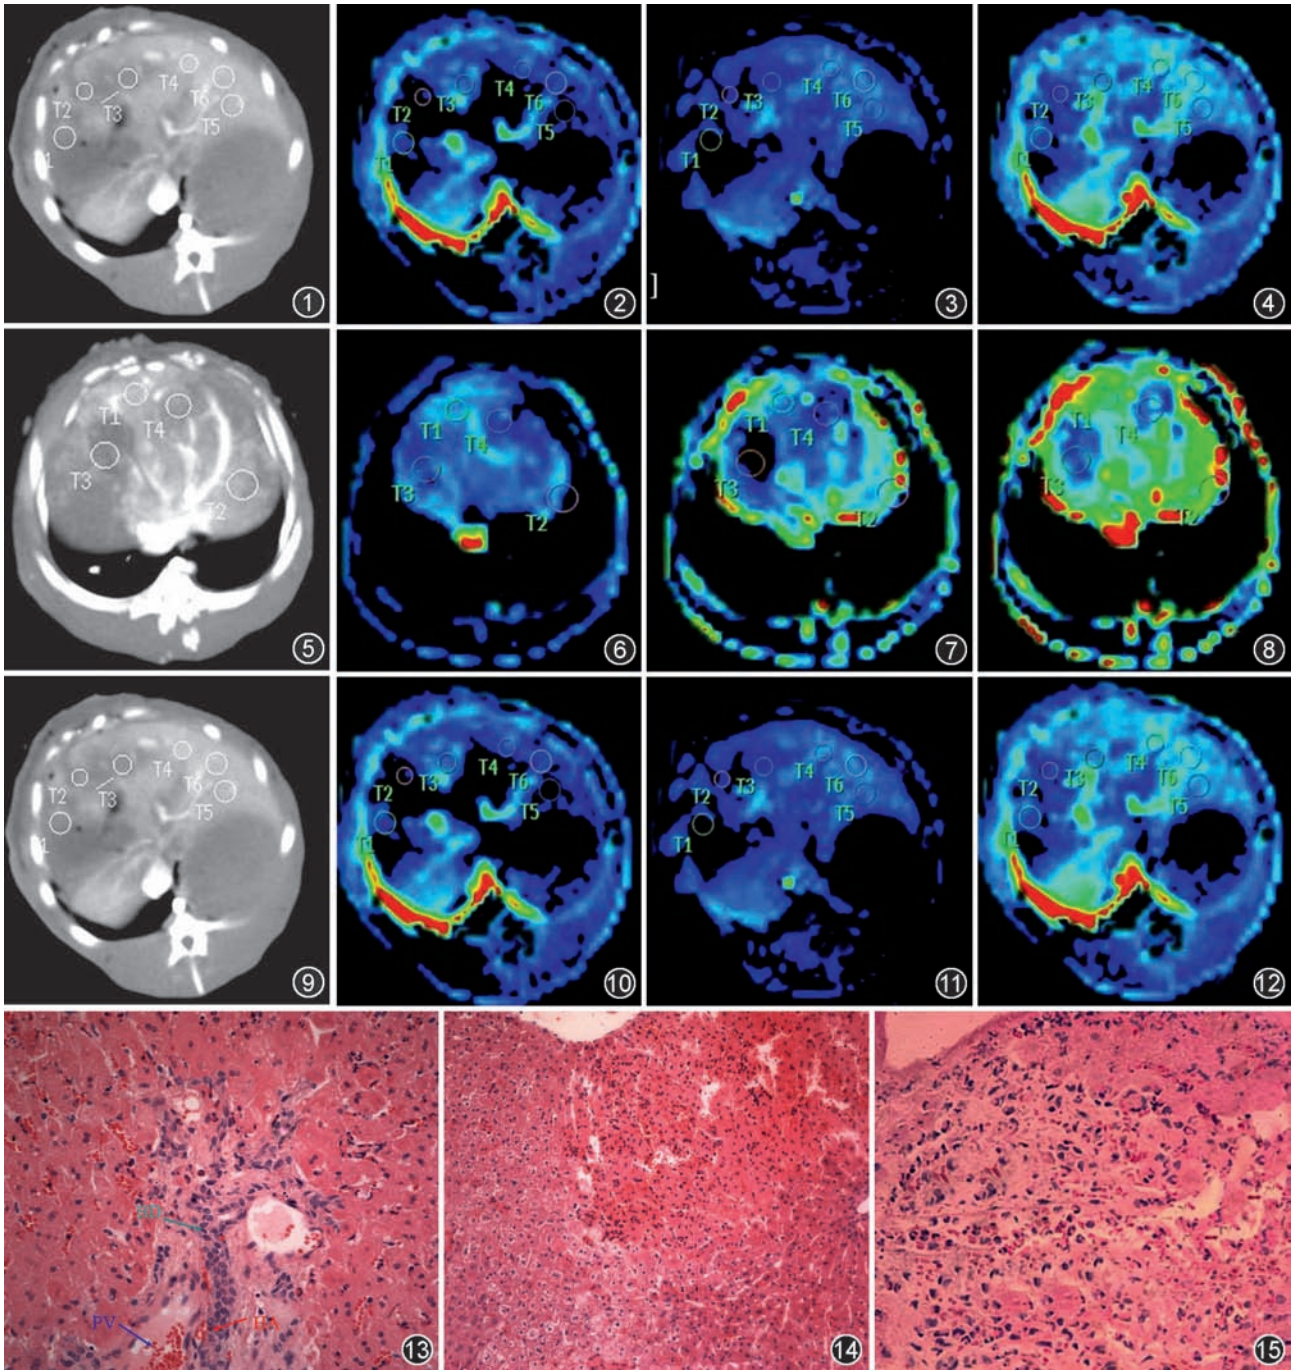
~12 缺血再灌注损伤(IRI)组 CT 灌注及灌注参数图。6 h IRI 组灌注减低肝组织中感兴趣区(T1~T3)肝动脉灌注量(HAP)较灌注相对正常区域(T4~T5)显著增高,而门静脉灌注量(HPP)明显下降,而灌注未减低的区域 HPP 明显升高(图 1~4);12 h IRI 组(图 5~8)、24 h IRI 组(图 9~12)灌注减低区域 HAP 上升的幅度下降,灌注减低及未减低的肝组织中 HPP 与总灌注量(TLP)均呈下降趋势,这说明了肝动脉缓冲基础机制的存在 图 13 6 h IRI 组肝窦、门静脉(PV)、肝动脉(HA)内红细胞淤积,胆管上皮细胞肿胀(BD),肝细胞明显肿胀(HE ×400) 图 14 12 h IRI 组肝实质内中性粒细胞大量聚集,肝细胞核固缩红染(HE ×200) 图 15 24 h IRI 组肝脏边缘出现局灶性坏死特征(HE ×200)
